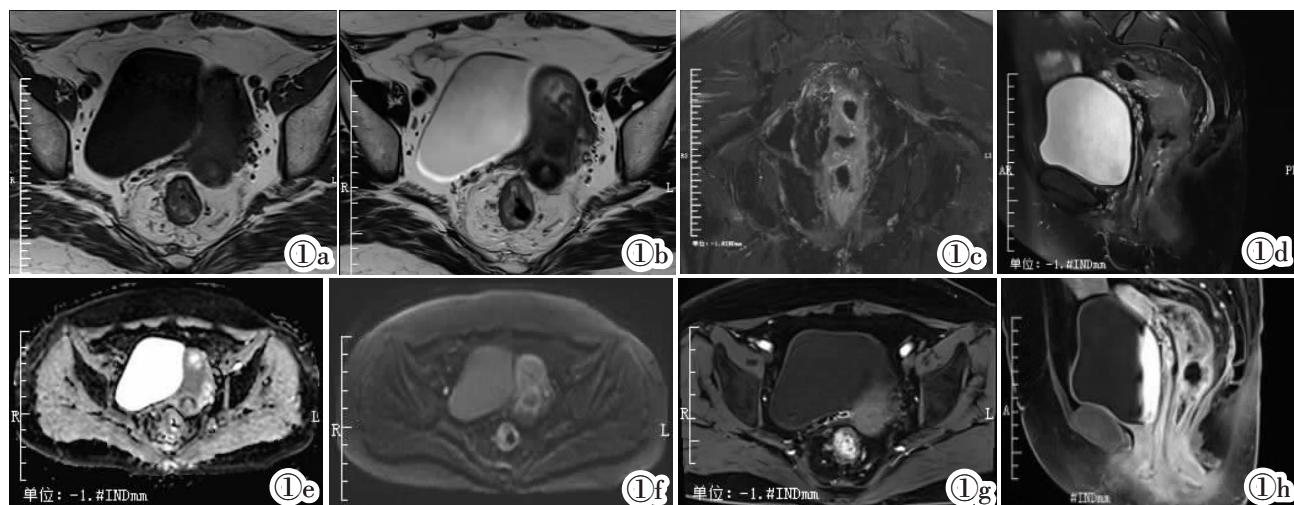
女, 64 岁, 直肠中上段肿瘤 T3N2bM0 期。图 1a: T<sub>1</sub>WI, 图 1b: T<sub>2</sub>WI, 图 1c: 冠状位 T<sub>2</sub> 压脂 FSE, 图 1d: 矢状位 T<sub>2</sub> 压脂 FSE, 图 1e: ADC, 图 1f: DWI, 图 1g, 1h: DCE。直肠中上段肠壁不规则增厚, 以左侧壁增厚为著, 最厚处约 1.5 cm, 病变呈等 T<sub>1</sub> 混杂 T<sub>2</sub> 信号, DWI 扩散受限, 病变上下长度约 8.4 cm, 下缘距肛缘约 7.1 cm。病灶突破肌层, 周围血管影增多, 局部脂肪间隙模糊, 相应肠腔狭窄, 以上肠管扩张。直肠系膜区可见数个大小不一淋巴结影 (>7 个)。
